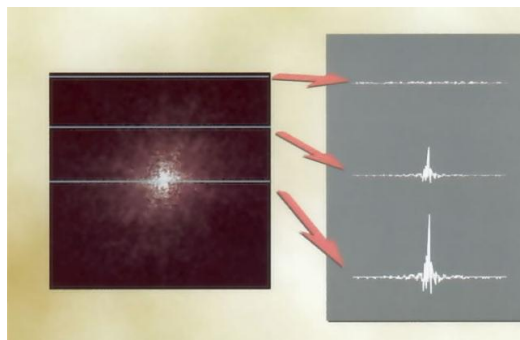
Centro del espacio-k. Tomado del Atlas de tecnología Resonancia Magnética de Javier Lafuente.
